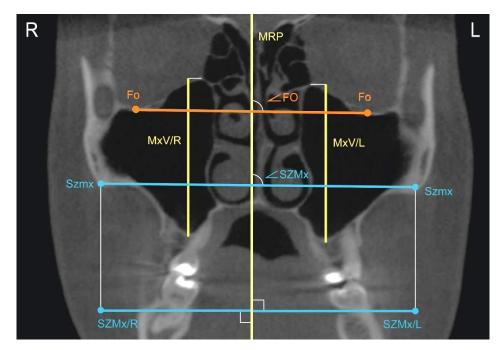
КЛК-томограмма в корональной проекции на уровне скуловерхнечелюстного шва: референтная линия MRP; положение глазничных поверхностей (угол Fo); вертикальные (MxV) и трансверсальные размеры (SZMx) и параметры (угол SZMx) тела верхней челюсти; L — левая сторона; R — правая сторона
